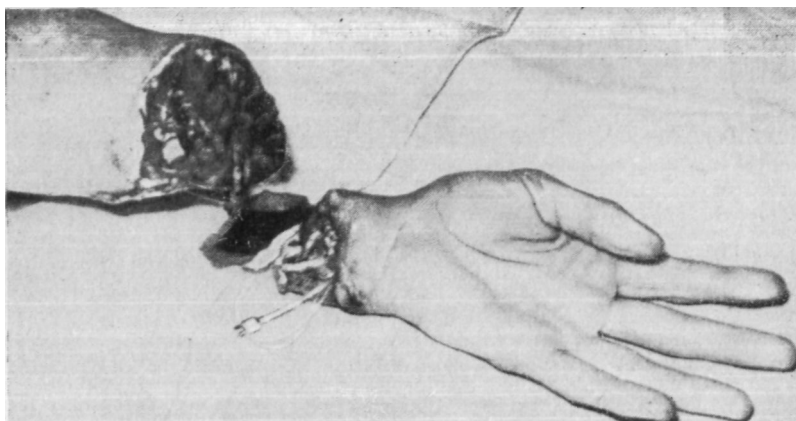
Ампутация с раздавливанием тканей в дистальном отделе предплечья. Перфузия кисти начата в периферийной больнице.
